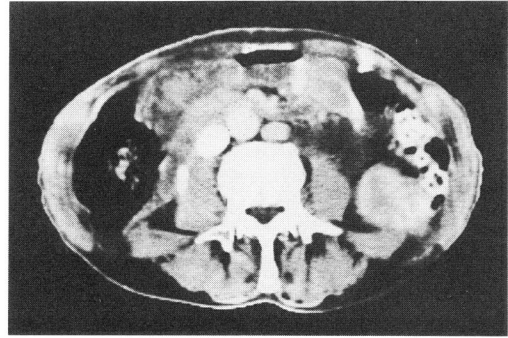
Abdominal CT scan showed two disc shaped structure on bilateral side of the abdominal aorta.
